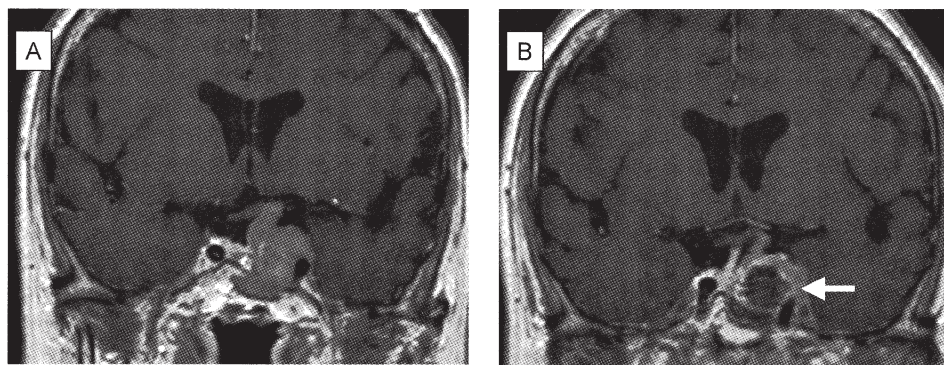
MRI of Case 1. A: preoperative MRI showing cavernous sinus invasion of pituitary adenoma. B: post operative MRI showing tumor resection adjacent to the left internal carotid artery (arrow).
